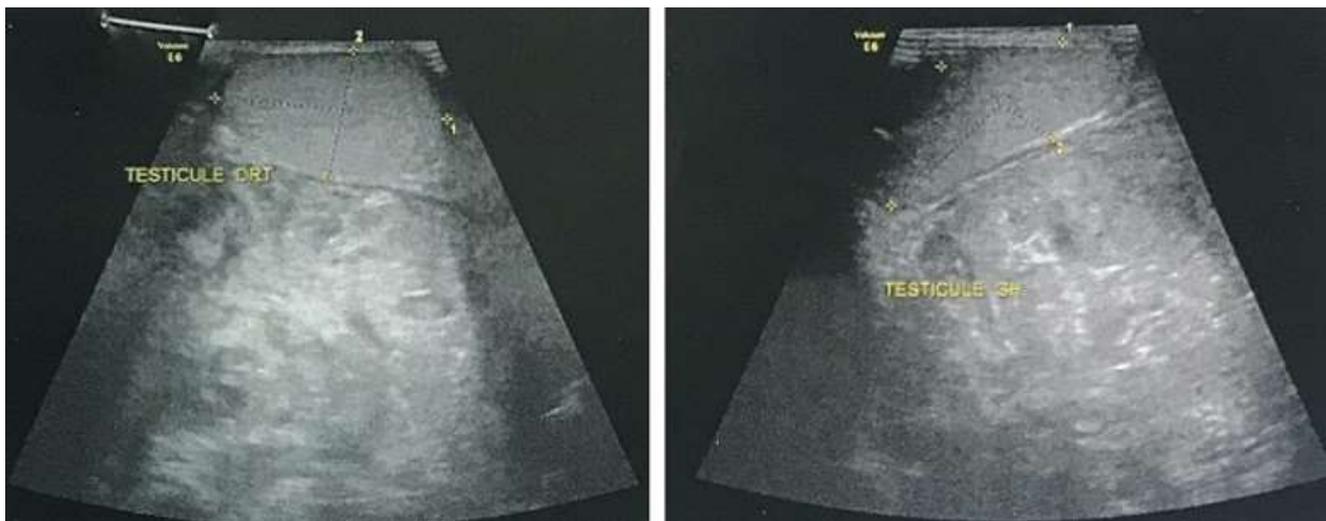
échographie scrotale montrant la masse refoulant le testicule
